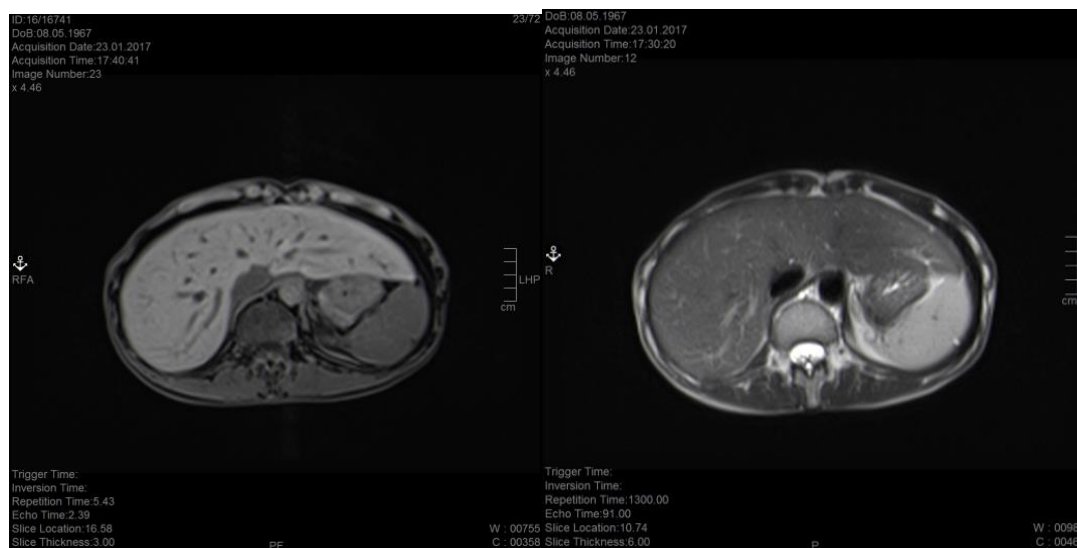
МРТ брюшной полости с в/в контрастированием после хирургического лечения.
